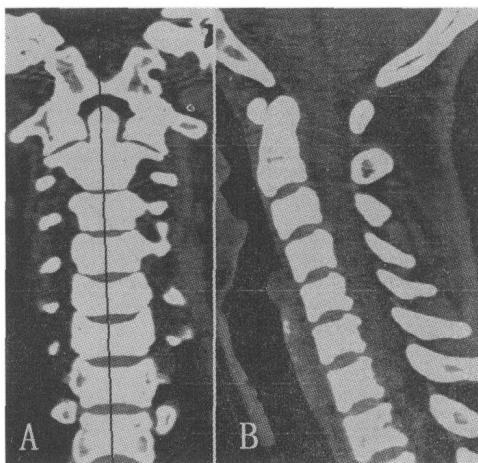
颈椎 CT 矢状位 MPR 图像。图 A 为定位像。
